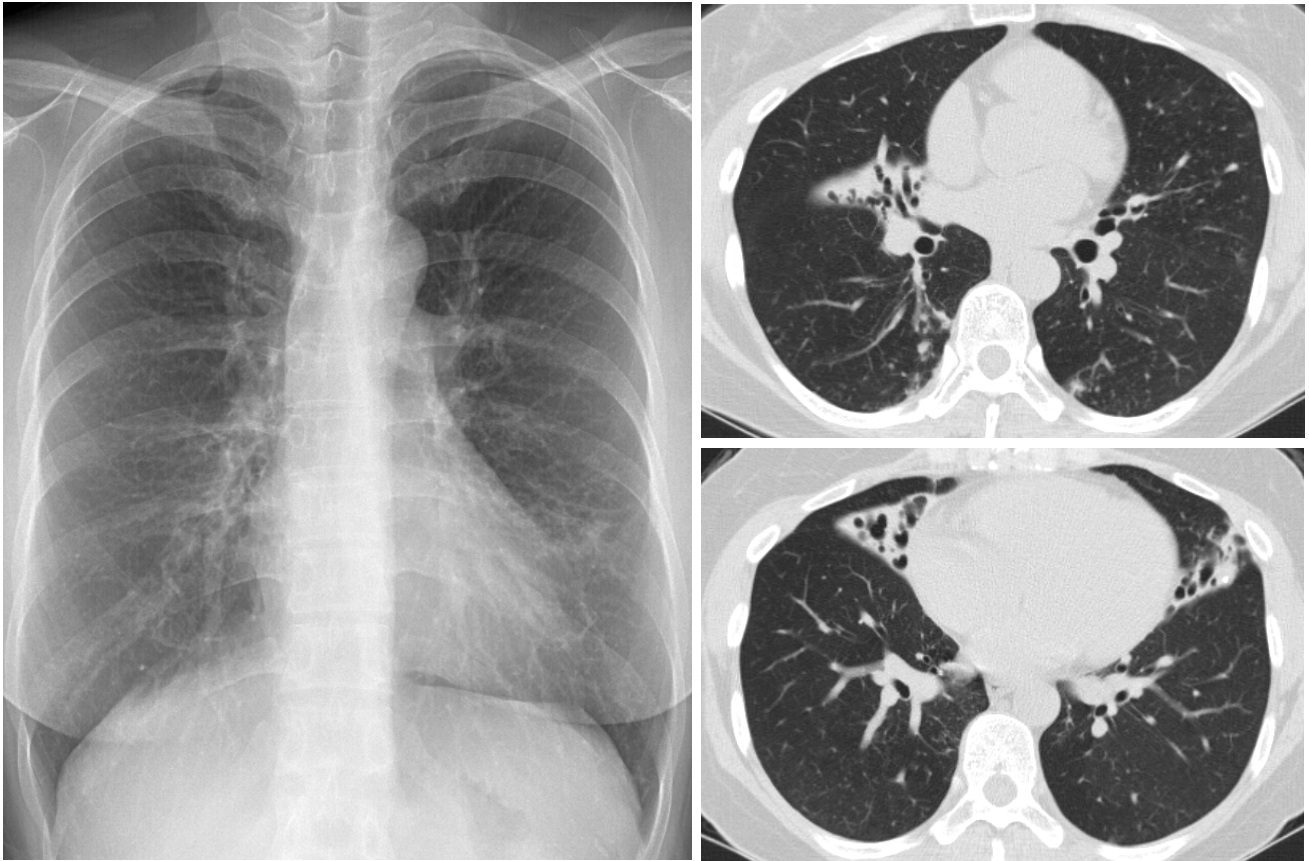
Mycobacterium avium* pulmonary disease of the nodular bronchiectatic form in a 47-year-old woman. Chest radiograph shows a multifocal patchy distribution of small nodular clusters in both lower lung zones. Transaxial lung window CT images (2.5-mm section thickness, 70 mA) show small centrilobular nodules and bronchiectasis in the both lungs, especially in the right middle lobe and in the lingular division of the left upper lobe. Also note bronchiolitis of small centrilobular nodules in the superior segments of the both lower lobe.
